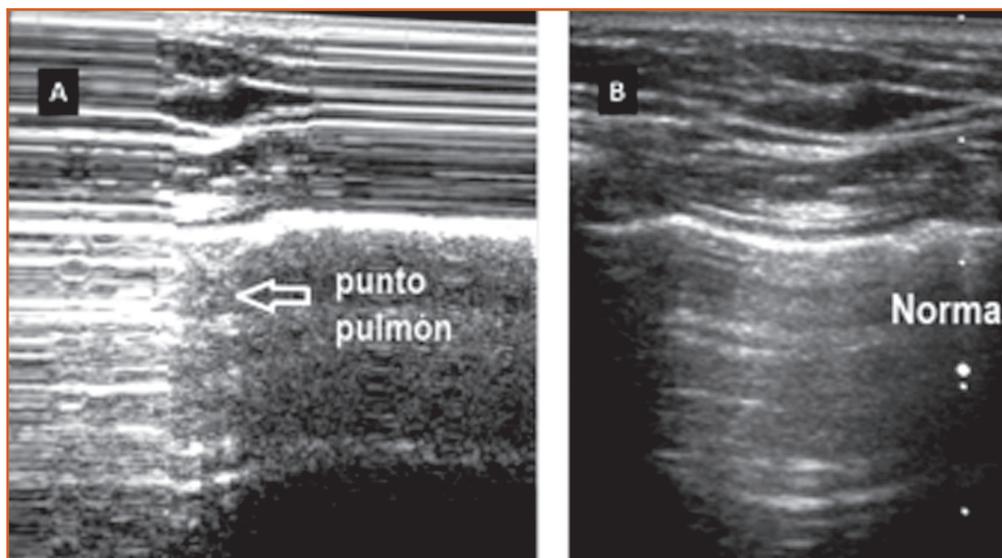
En A, ecografía pulmonar del paciente con neumotórax, donde se visualiza el signo “punto pulmón”. En B se observa una ecografía pulmonar donde se muestra un patrón normal.
